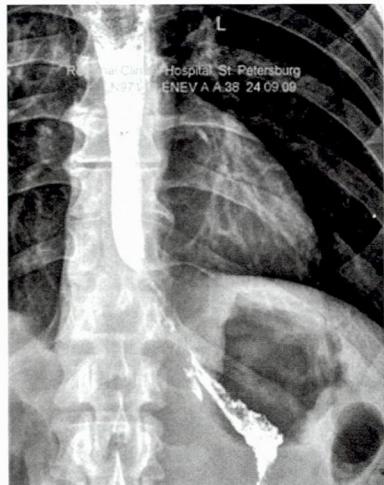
Фундопликация типа Toupet – нормальное положение желудка (рентгенография с BaSO_4)
